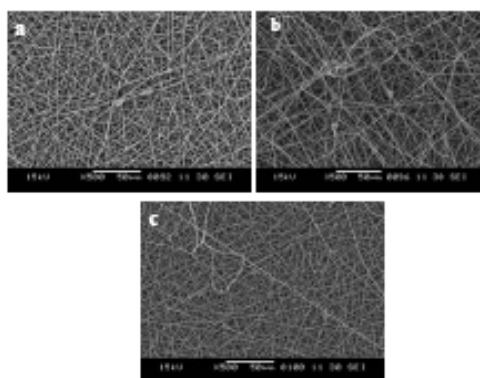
SEM images of fibers prepared from 10%w/w solutions of PS/PSMA blend (4:1) fabricated at (a) 6, (b) 8, and (c) 10 kV in a mixed DMF:THF (1:1) solvent.
